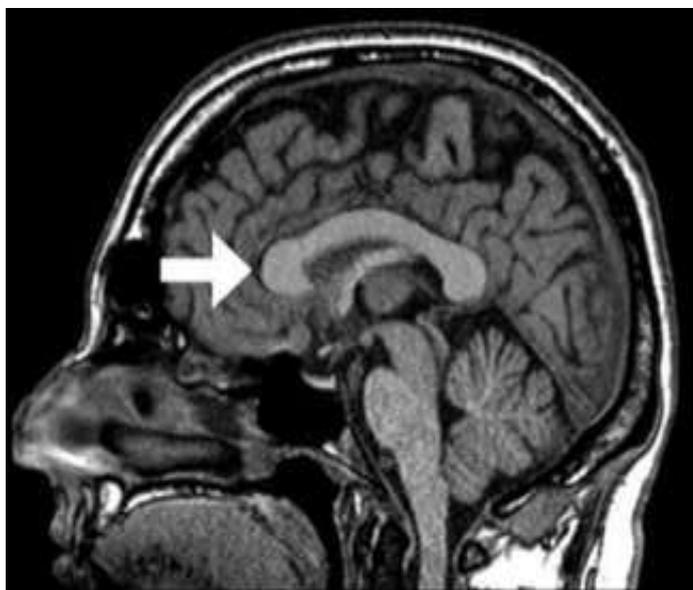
Ressonância Magnética de crânio em corte sagital com o corpo caloso evidenciado pela seta branca (Fonte: Zicarelli *et al.* 2014).
